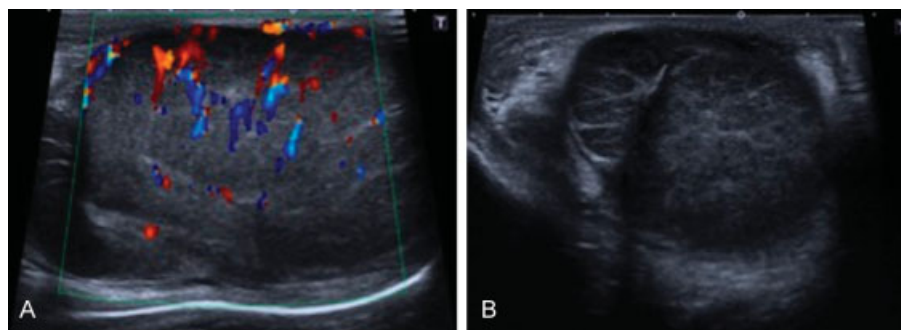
Corte longitudinal (A) y transversal (B) del testículo izquierdo. Nótase la hipocogenidad, aumento de tamaño y aumento en la vascularización a la evaluación Doppler. Engrosamiento de la túnica albugínea sin interrupción de esta. Marcado aumento en el tamaño del epidídimo izquierdo en el corte transversal.
